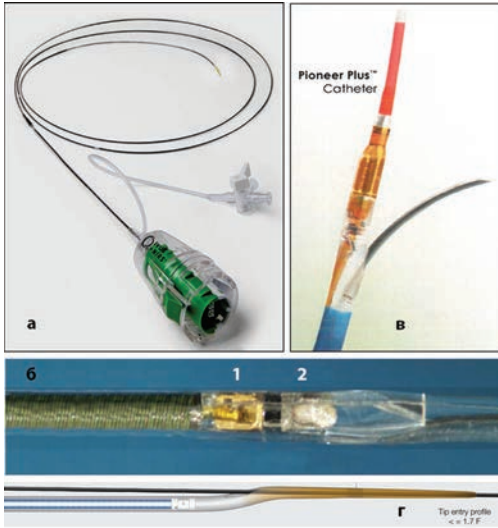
Катетеры для ВСУЗИ: а), б) – катетер Dualpro фирмы InfraredX; а) общий вид, б) кончик катетера с последовательно смонтированными инфракрасным (1) и ультразвуковым (2) датчиками; в) комбинированный катетер Pioneer Plus (Philips); г) катетер Kodama (Acist).
